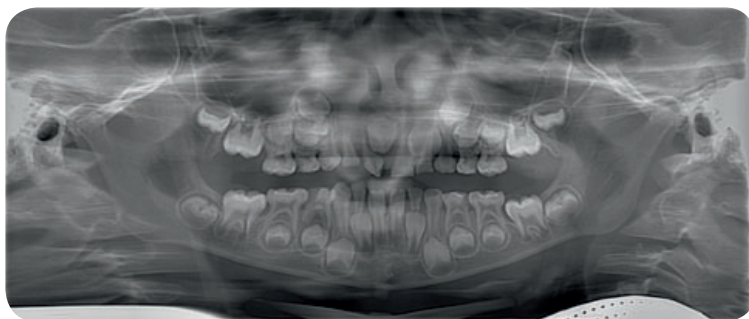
Ортопантомограмма ребенка 5 лет.
